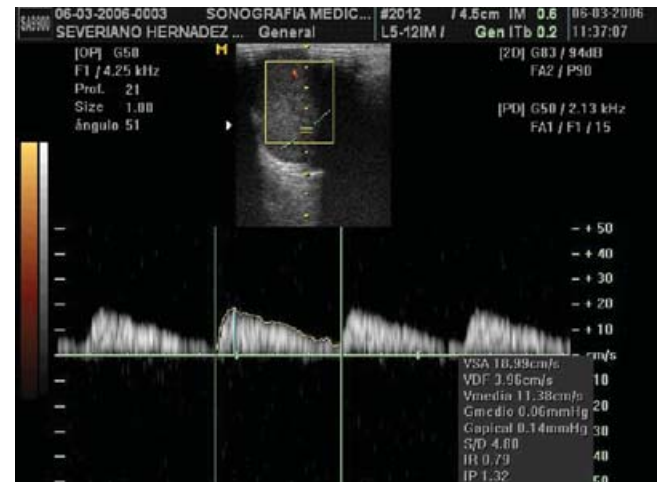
Ecografía Doppler.
